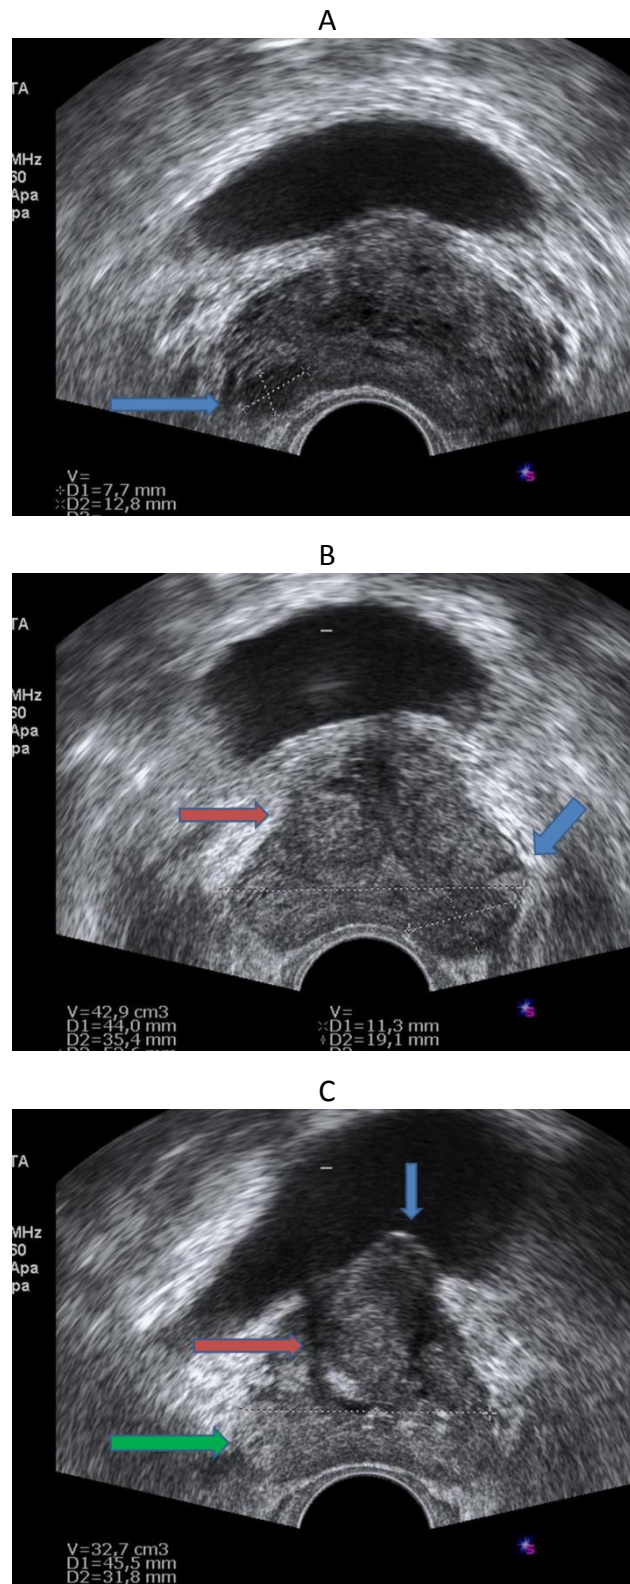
A) Ecografia transrectal mostrant (fletxa blava) lesió hipoeicoica ubicada a la glàndula perifèrica prostàtica al lòbul dret, la biòpsia d'aquesta lesió va resultar positiva per adenocarcinoma de pròstata Gleason 3+3. B) Ecografia transrectal on s'observa (fletxa vermella) la glàndula central prostàtica amb la zona transicional, i la glàndula perifèrica. S'observa una línia hipoeicoica (fletxa blava) que correspon a la càpsula quirúrgica que separa ambdues zones. A la glàndula perifèrica també es pot veure una àrea hipoeicoica. C) (Fletxa verda) Glàndula perifèrica heterogènia. Glàndula central amb lòbul mig prominent (fletxa vermella). Zona hipoeicoica corresponent a la càpsula quirúrgica.
